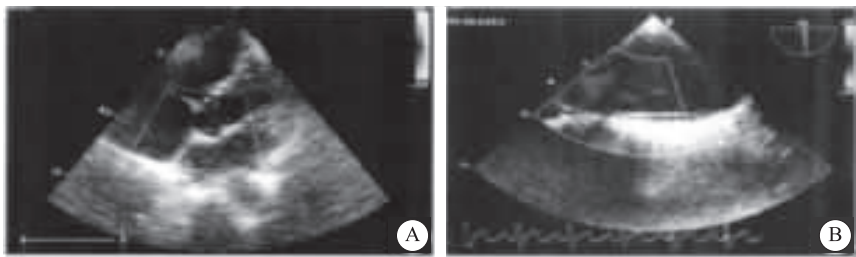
经食管超声检查未发现卵圆孔未闭及房间隔缺损等疾病
